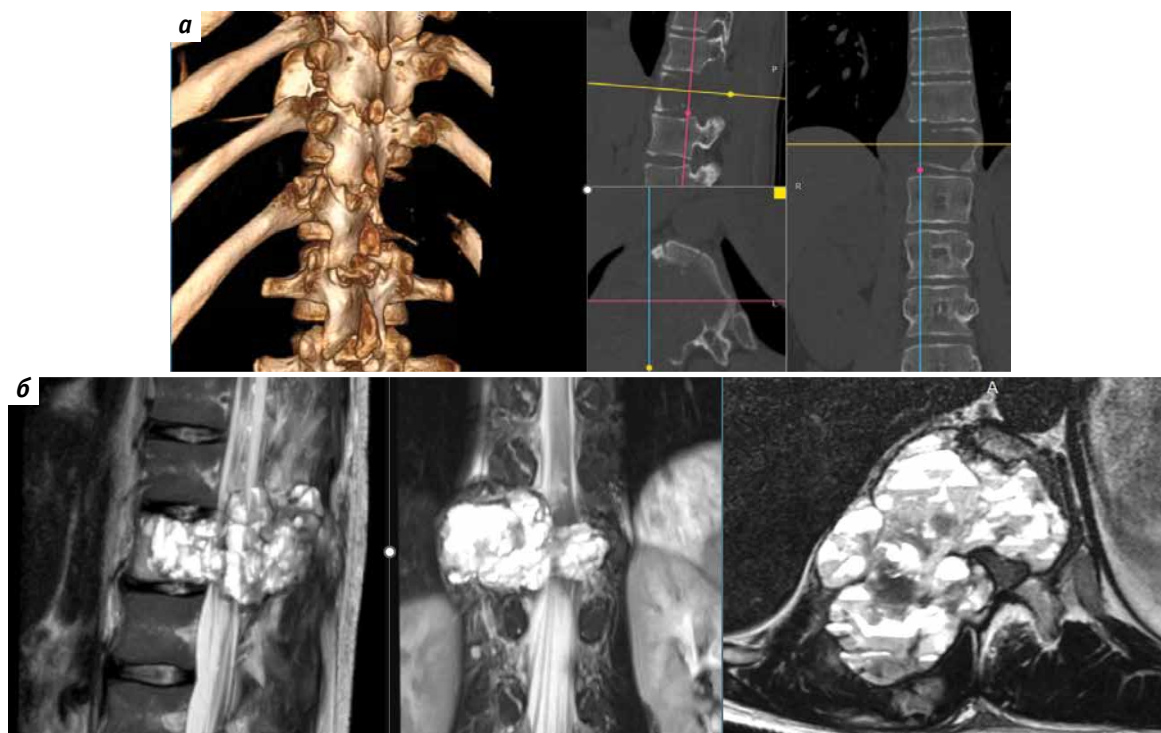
Результаты исследований пациента: а — компьютерная томография позвоночника. Аневризимальная костная киста. Отмечается тотальное поражение позвонка Th12 и головки XII ребра справа; б — магнитно-резонансная томография позвоночника. Признаки аневризимальной костной кисты позвонка Th12 с формированием стеноза позвоночного канала, положительный симптом горизонтальных уровней
